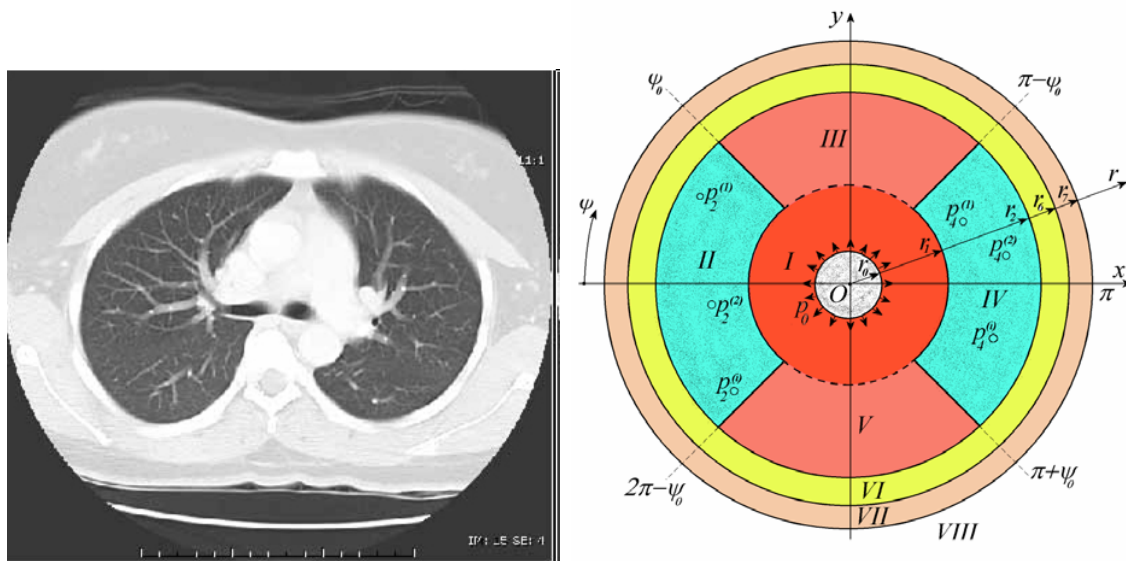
Томографический снимок поперечного сечения грудной клетки человека и геометрия используемой модели
